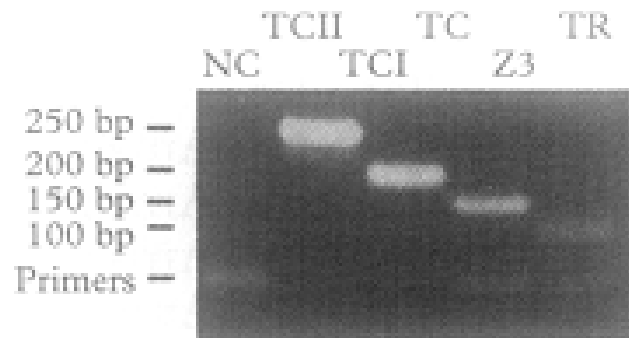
Imagem ilustrando a amplificação do gene de mini-exon através da técnica de PCR multiplex. NC – controle negativo, TC I (200 pb), TC2 (250 pb) e Z3 (150 pb) – cepas de referência de *T. cruzi* e TR (100 pb) – cepa de referência de *T. rangeli* (FERNANDES et al., 2001).
